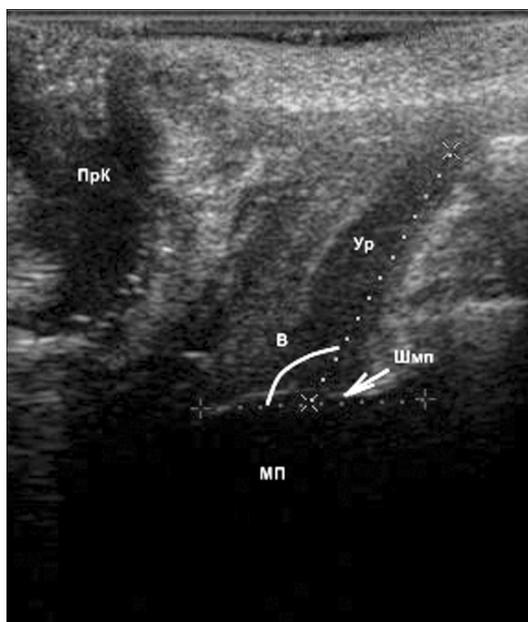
УЗИ тазового дна в покое при патологии (задний уретерovesикальный угол В увеличен до 130°).
